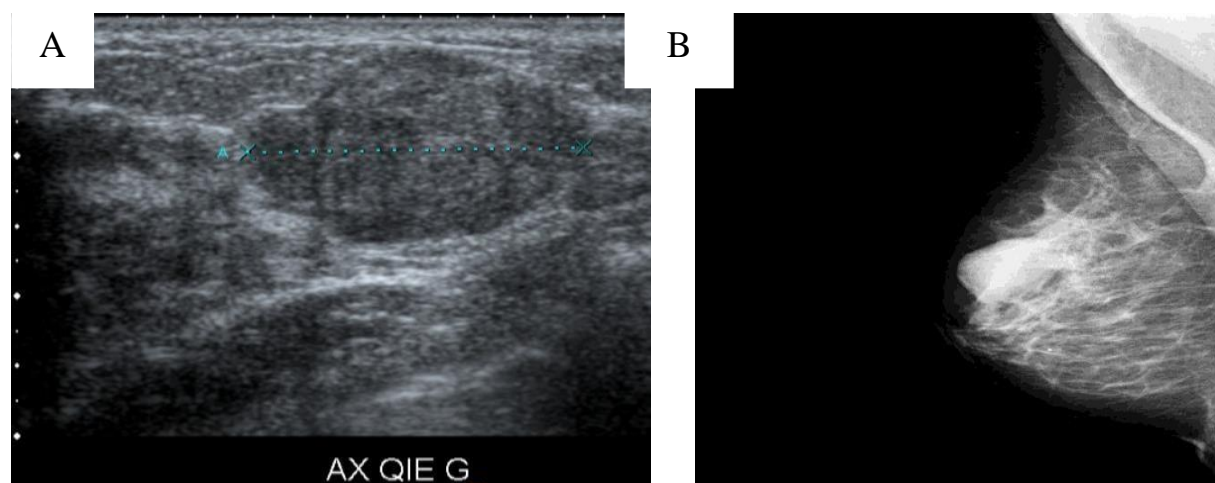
A Image échographique B : Image mammographique
